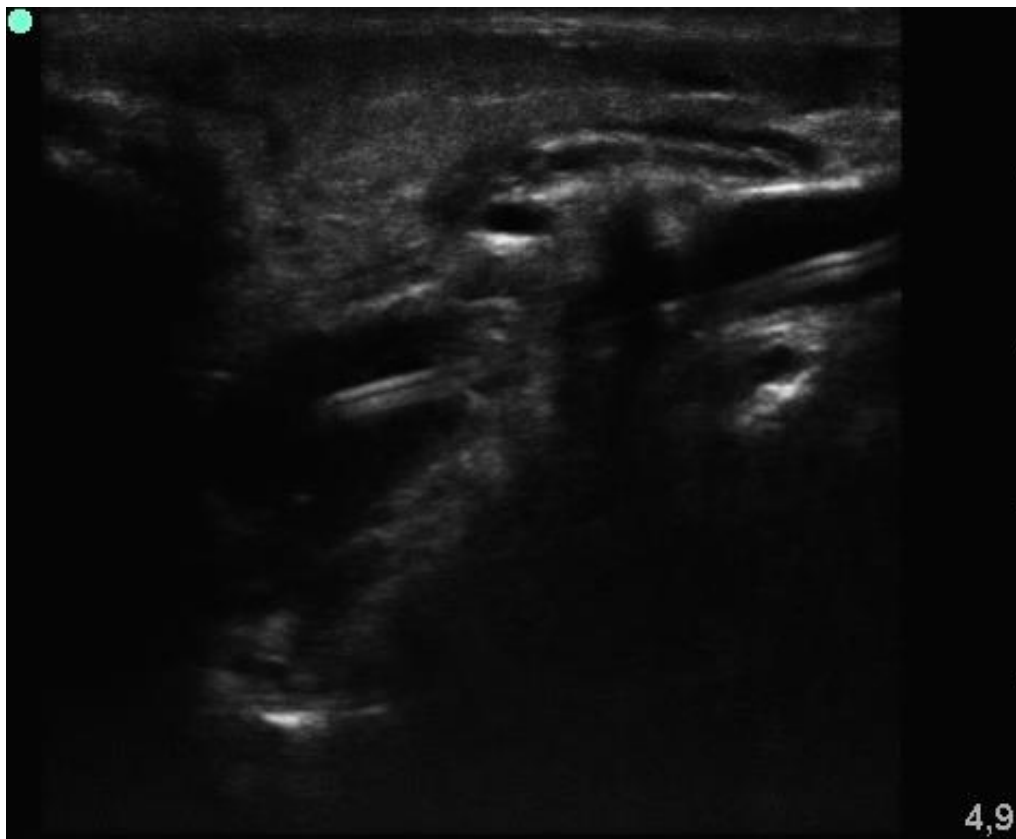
Exemple d'une image échographique d'un KT intraluminal avec un bout arrivant au niveau de la mastoïde.
